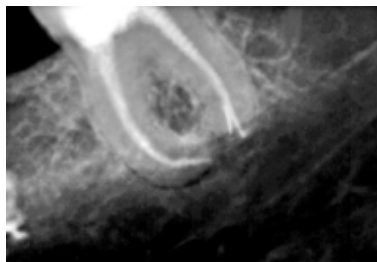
Контрольная рентгенограмма зуба 38 через 15 месяцев после пломбирования. Воспалительные изменения в периодонте отсутствуют
